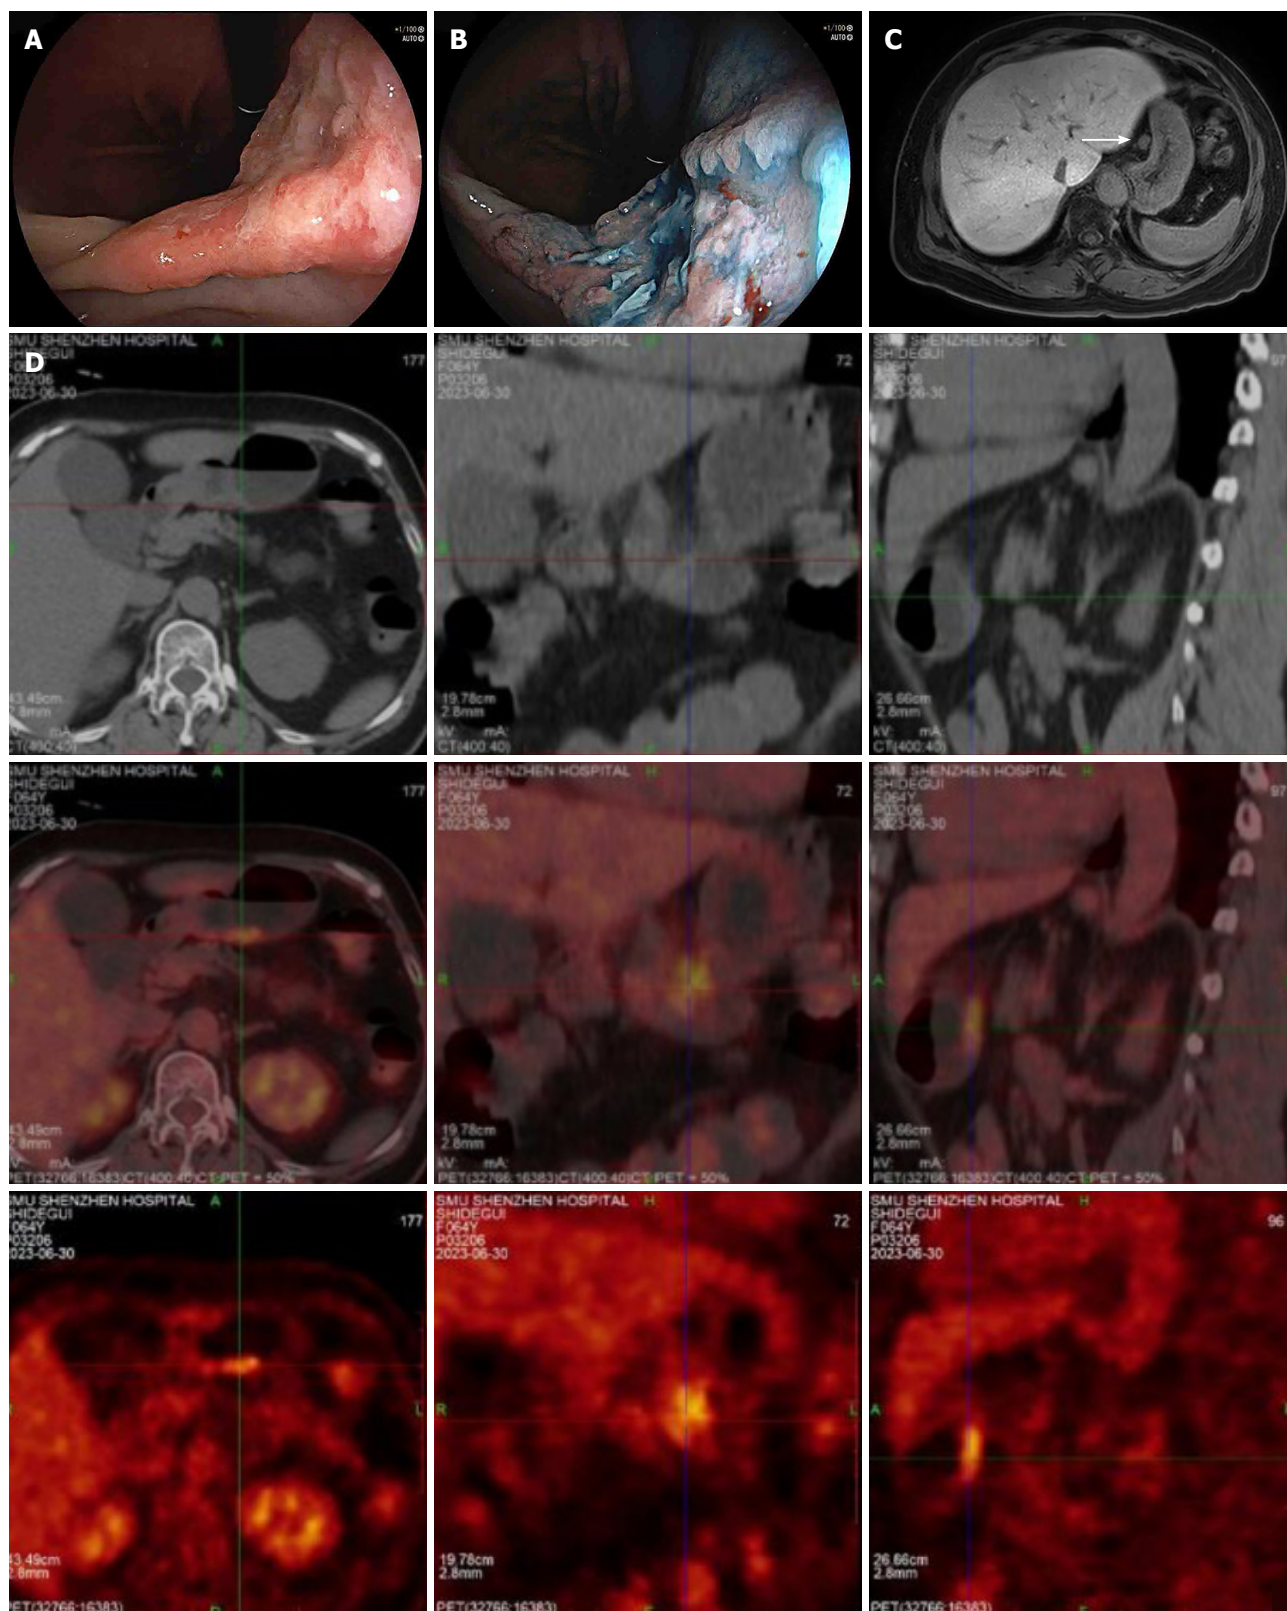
内镜及影像学检查结果. A: 胃镜见胃角后壁溃疡; B: 胃镜下对病变行靛胭脂染色, 病变边界清晰; C: 上腹磁共振见肝胃间隙淋巴结增大(箭头所指); D: PET-CT提示胃体下部小弯侧近胃窦区胃壁增厚伴糖代谢增高. PET-CT: 正电子发射断层-X线计算机断层组合系统.
